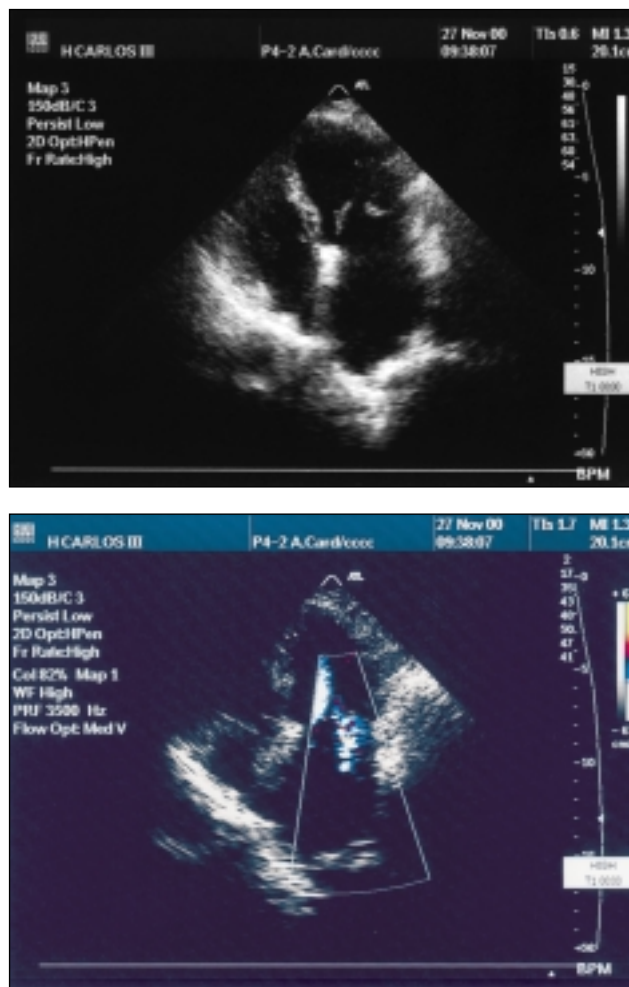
Ecocardiograma: insuficiencia mitral ligera post-comisurotomía. A. Eco bidimensional. B. Eco-Doppler color.
